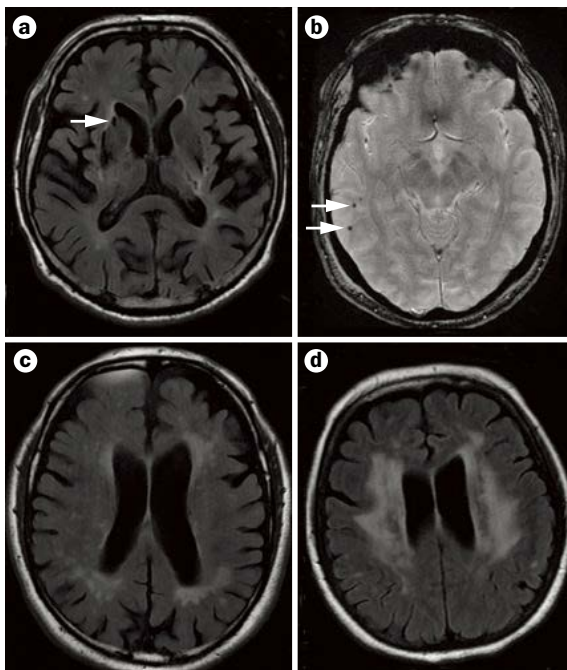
MRI 显示慢性肾脏病患者的亚临床脑病变。 a 轴向液体衰减反转恢复 MRI 显示无症状脑梗死（箭头）。 b 轴向梯度回声 MRI 序列显示多个微出血（小低密度灶，箭头）位于右侧脑半球。位于半卵圆中心的 c 中度和 d 重度脑白质病变。获得美国肾脏医学会授权许可 © Bugnicourt, J. M. *et al.* *J. Am. Soc. Nephrol.* 24, 353–363 (2013).
